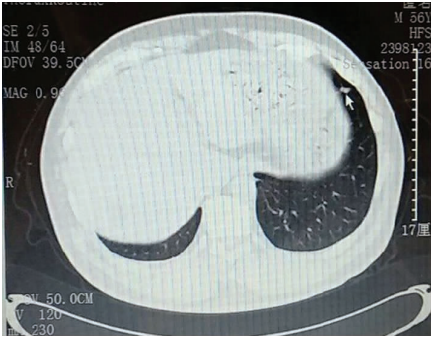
CT showing an well-circumscribed, small peripheral nodule in the left lower lobe
